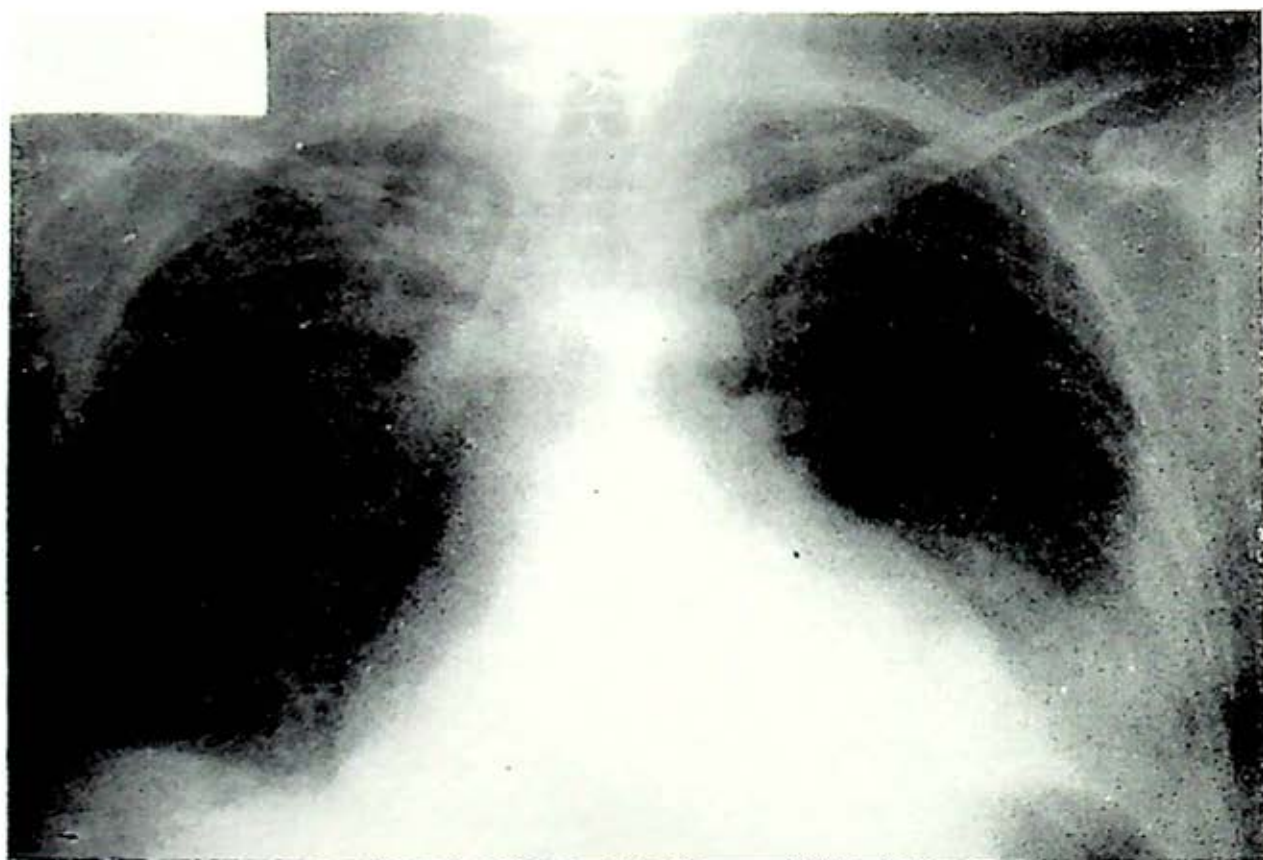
Telerradiografía de tórax mostrando aumento franco de la cardiomegalia en relación a la radiografía inicial y semejando ahora la imagen "en garrafa". Persiste la elevación del hemidiafragma izquierdo y hay aumento del derrame pleural.
